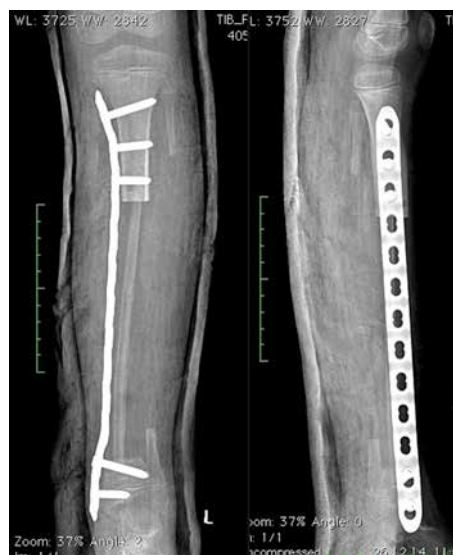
Рентгенография левой большеберцовой кости после выполнения ее широкой резекции с пластикой дефекта малоберцовым лоскутом и остеосинтезом пластиной с угловой стабильностью
